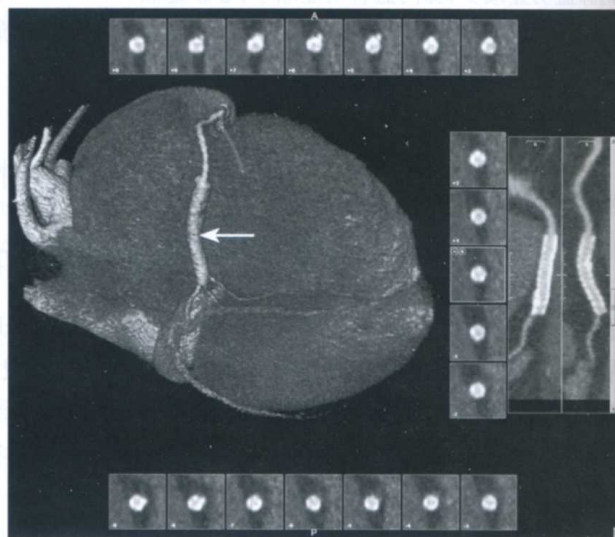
冠状动脉支架术后 CTA(见彩插)
